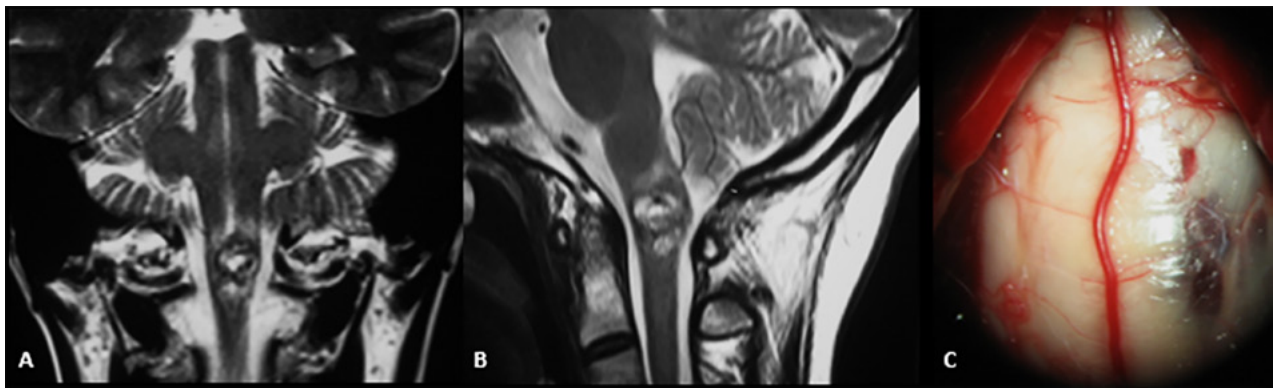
RM ponderación en T2, proyección coronal (A) y sagital (B) donde se evidencia cavernoma Zabramski II localizado a nivel del bulbo raquídeo. Imagen intraoperatoria de mismo paciente (C) con evidencia de lesión en contacto con superficie pial del tronco cerebral.
